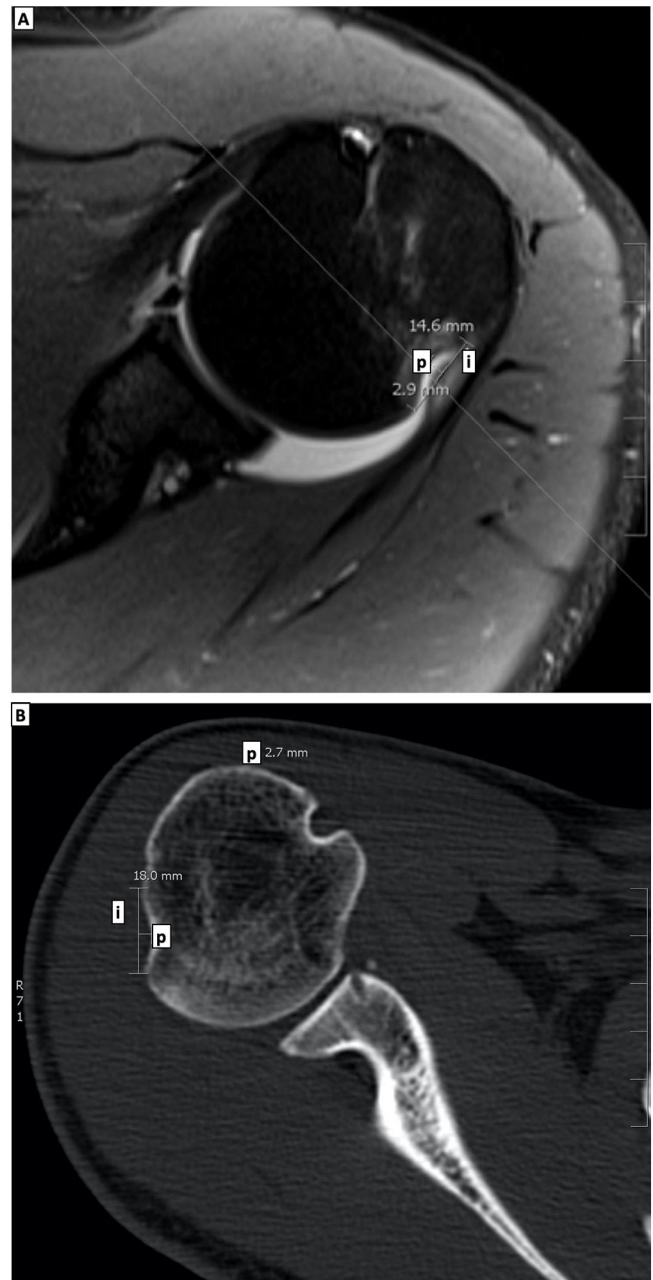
A–1B. Medición de la profundidad (p) y el intervalo (i) del defecto de Hill-Sachs en corte axial de imagen de resonancia magnética secuencia T2-Saturación Grasa (1A), y corte axial en imagen por tomografía simple (1B).
